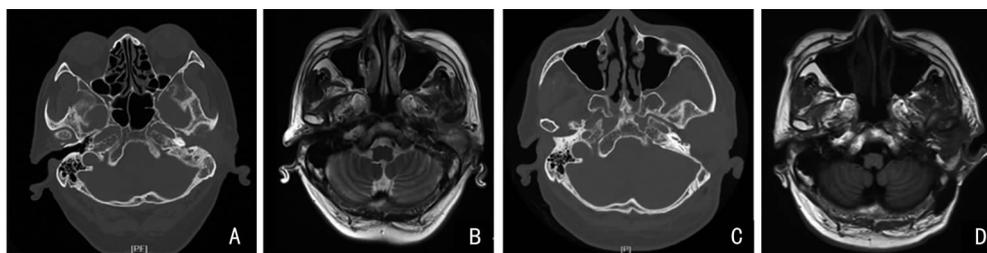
病例3影像学检查 A:术前CT; B:术前MRI T1像; C:术后CT; D:术后MRI T1像
